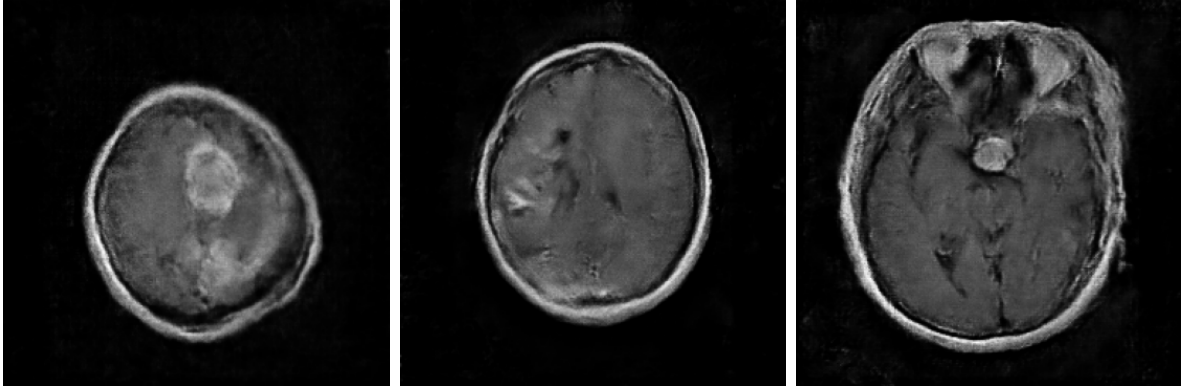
Examples of the three MRI classes generated by the GAN from different patients (left: meningioma; center: glioma; right: pituitary adenoma).
